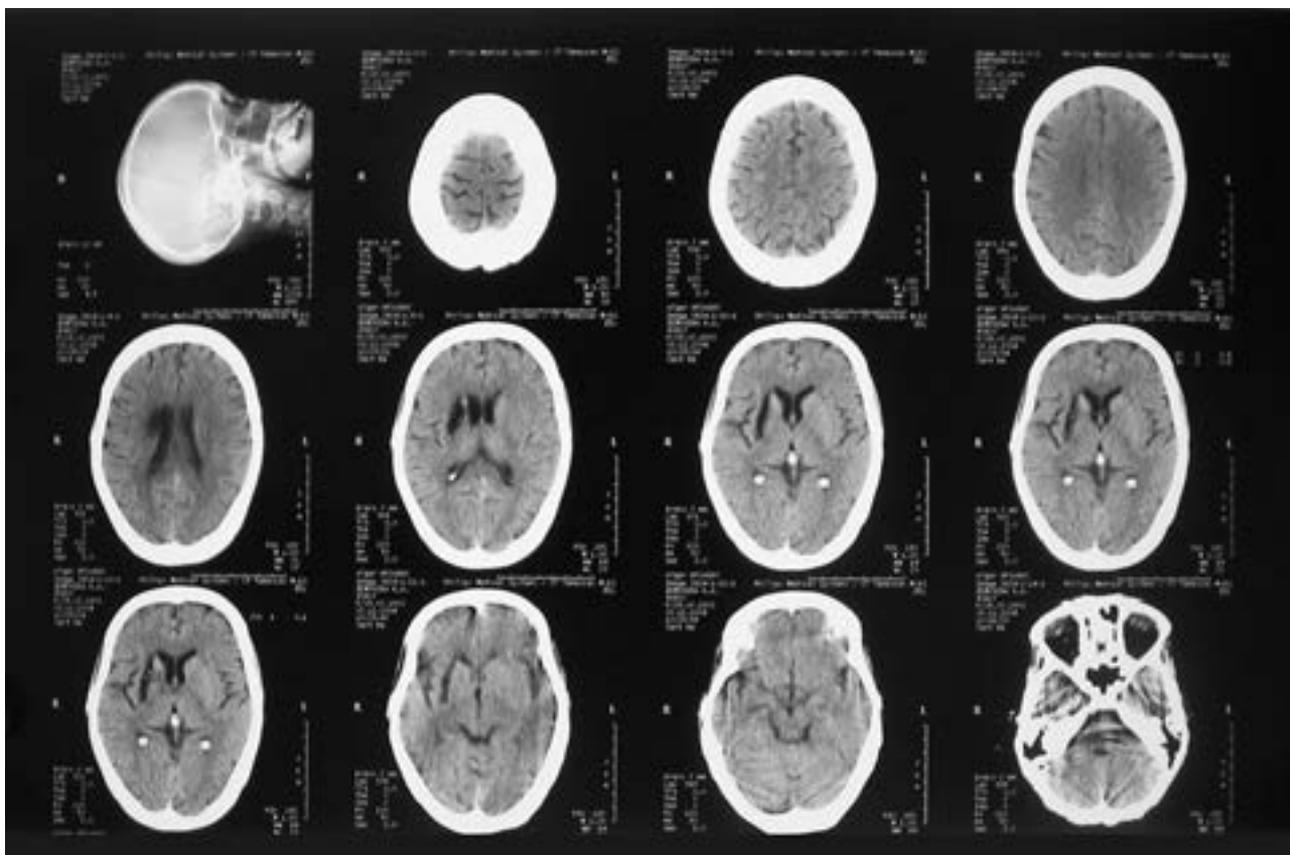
Компьютерная томограмма головного мозга той же больной.
